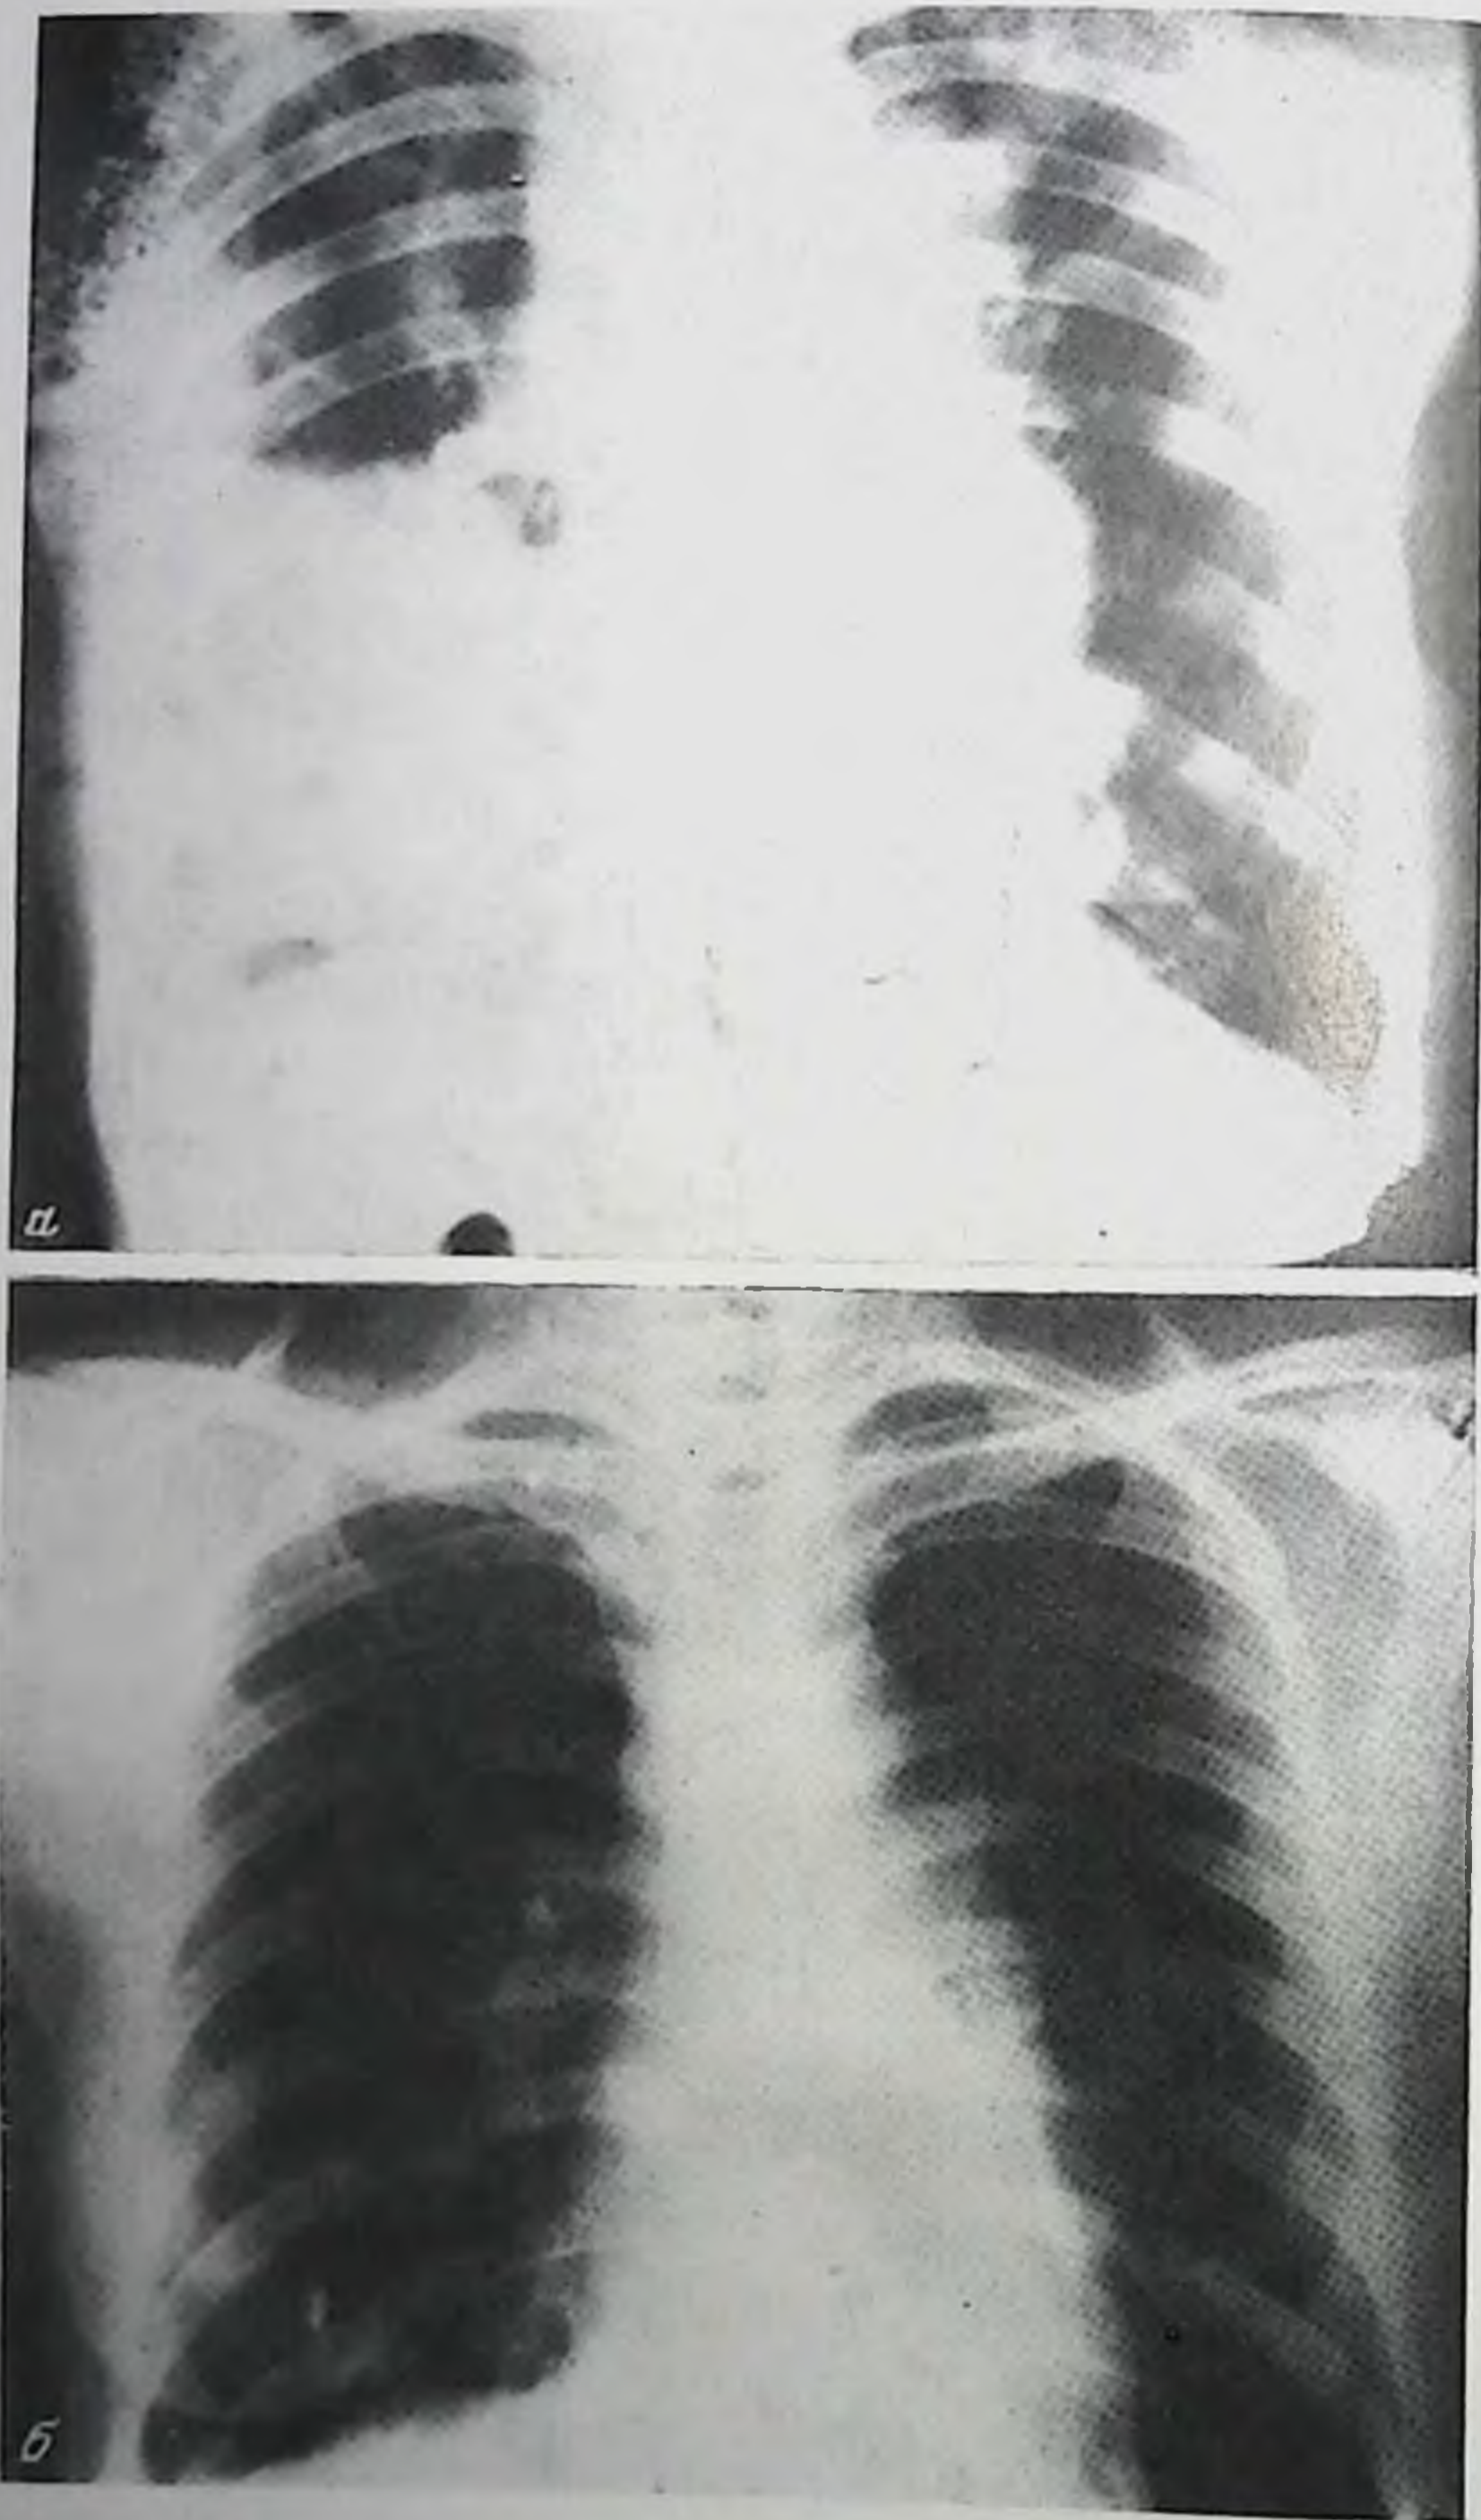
Рентгенограммы грудной клетки. Диагноз: лимфогранулематоз IV Б стадии
